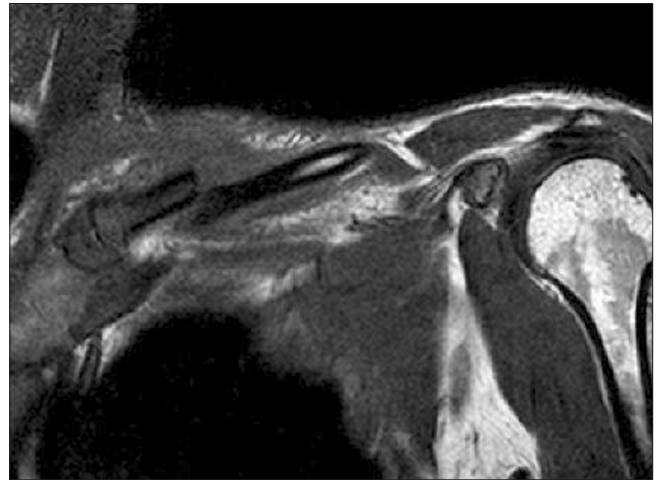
Coronal T1 weighted magnetic resonance imaging showing no other pathology, such as tumor or infection, other than the fracture associated with displacement in the left proximal clavicle.
